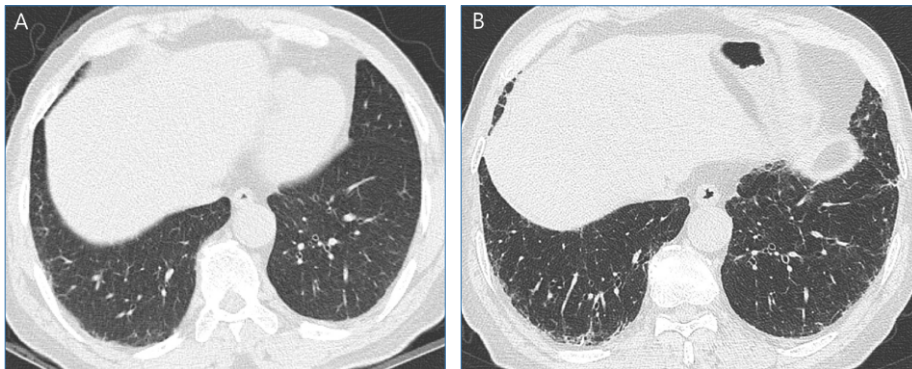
ILA and long-term progression. (A) Screening low-dose chest CT axial image shows subtle subpleural reticulation with ground-glass opacity in the dorsolateral areas of both basal lungs, representing subpleural fibrotic interstitial lung abnormality (ILA). (B) On follow-up CT obtained 10 years after the initial study, progression of pulmonary fibrosis is well demonstrated with increased reticulation, traction bronchiolectasis and mild architectural distortion in the subpleural both basal lungs. On clinical review, the patient demonstrated no respiratory symptoms and spirometric abnormality.
